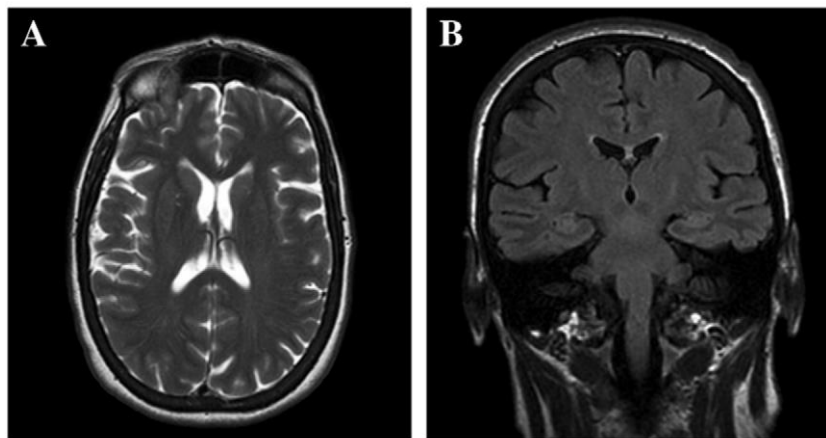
T2 axial (A) y FLAIR coronal (B) muestran atrofia cortical leve sin señales alteradas en la materia blanca. (Concetta, 2013).
